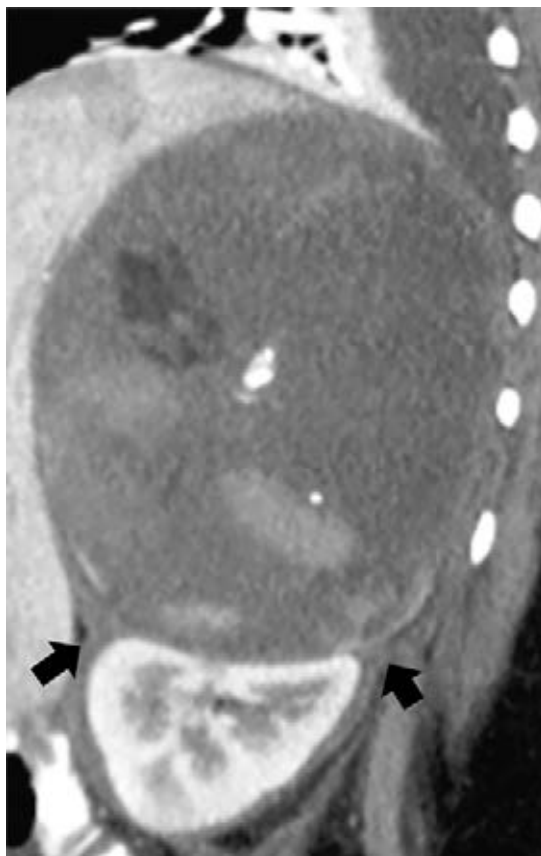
Acercamiento de tomografía computada con contraste IV: “signo de la punta negativo” por compresión tumoral a nivel suprarrenal (flechas).
